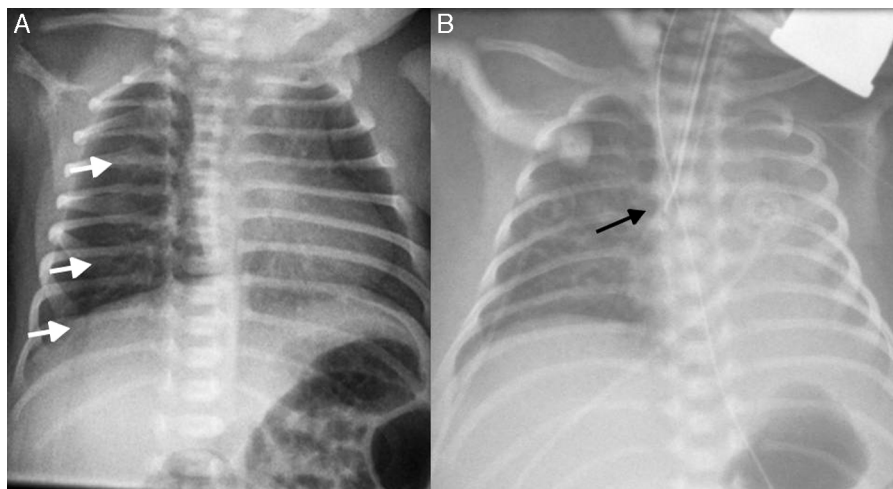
A) Radiografía anteroposterior de tórax de un recién nacido. Pliegue cutáneo que simula un neumotórax derecho. Línea vertical radiotransparente en el hemitórax derecho que sobrepasa los límites pleurales y atraviesa el diafragma (flechas). B) Recién nacido con dificultad respiratoria. Radiografía anteroposterior de tórax que muestra el colapso completo del pulmón izquierdo debido a la mala posición de un tubo endotraqueal alojado en el bronquio principal derecho (flecha).
